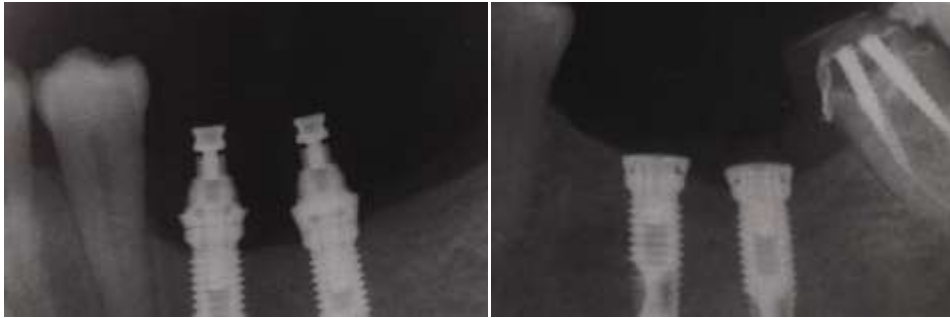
radiographies de contrôle représentant à gauche des implants en situation terminale à risque et à droite, deux implants encastrés.
